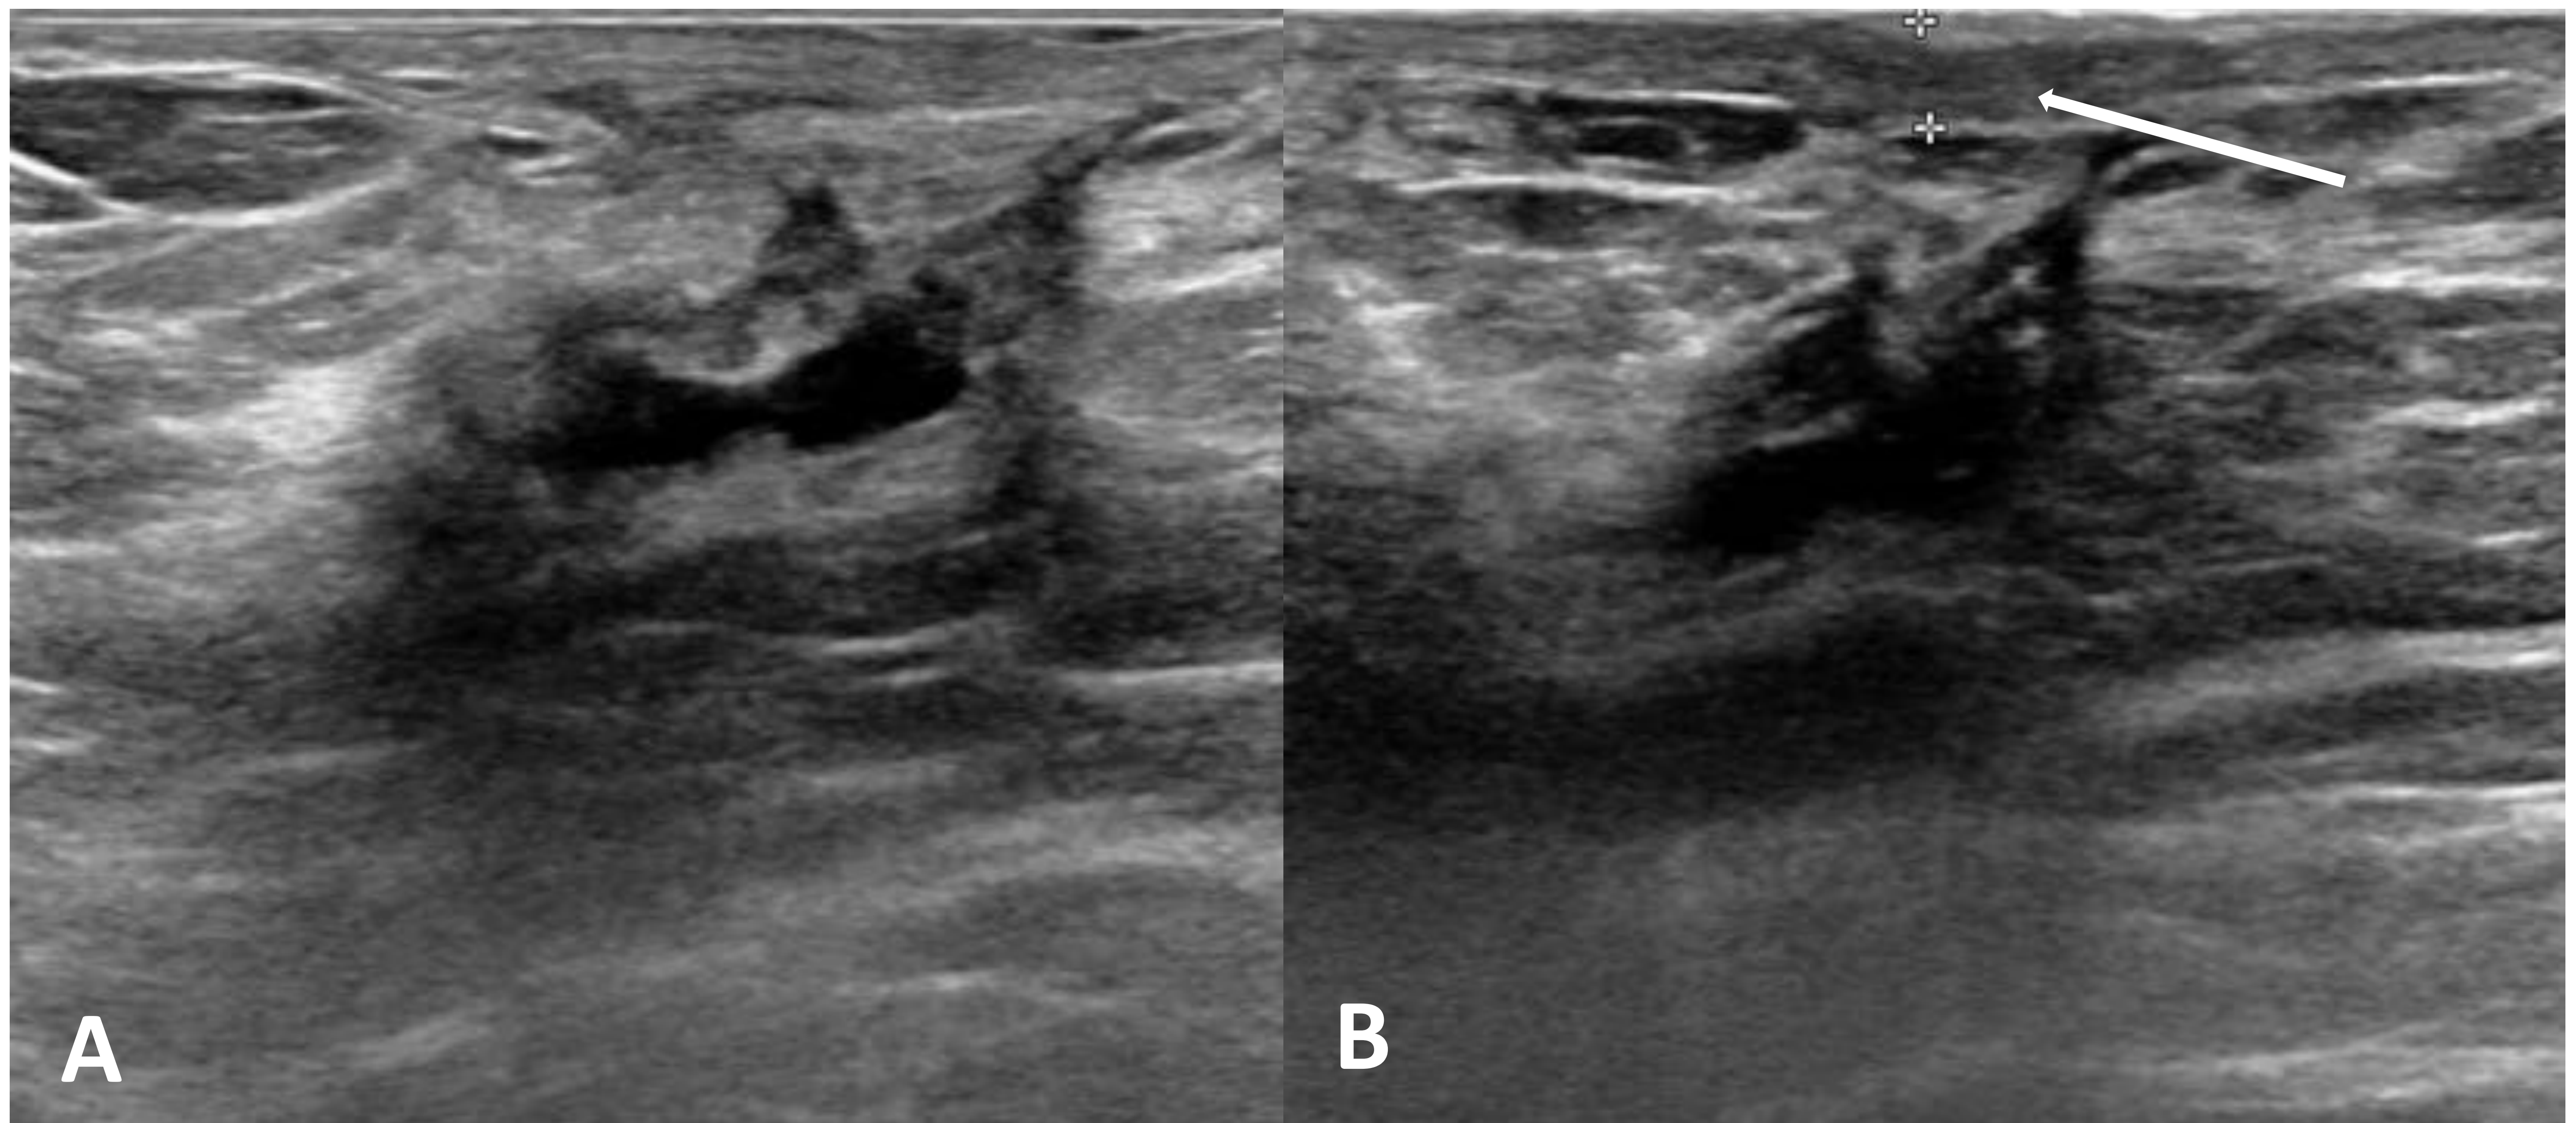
Ecografía mamaria: formación quística con escasos ecos en su luz, bilobulada, de aproximadamente 16,5 x 6 mm, en relación con lecho de tumorectomía y desarrollo de área de necrosis grasa. Engrosamiento cutáneo asociado (flecha).
